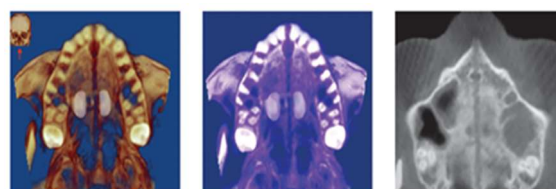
Tomografia comprovando a abertura da sutura palatina (Fonte: BRUNETTO, et. al., 2017).
